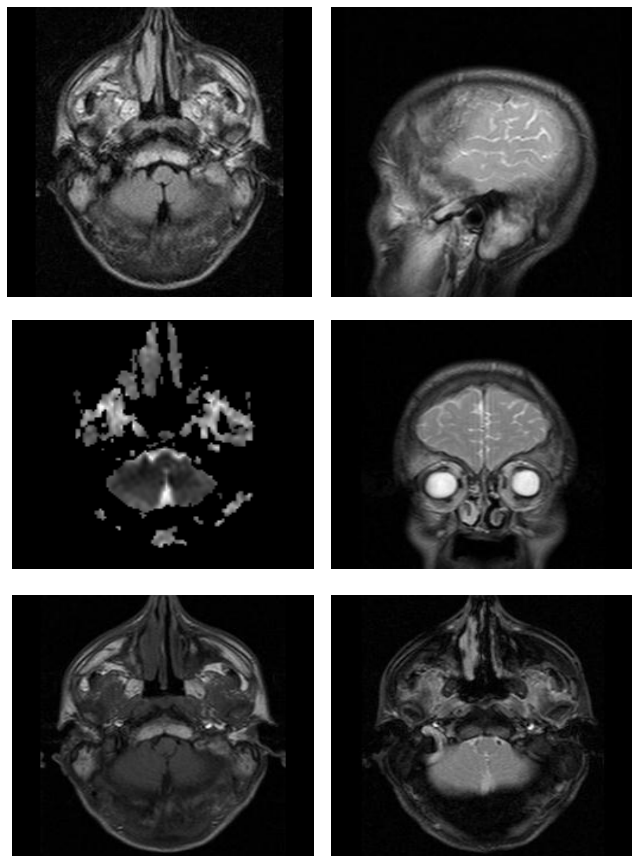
Estudio de resonancia magnética de encéfalo en planos sagital, axial y coronal
